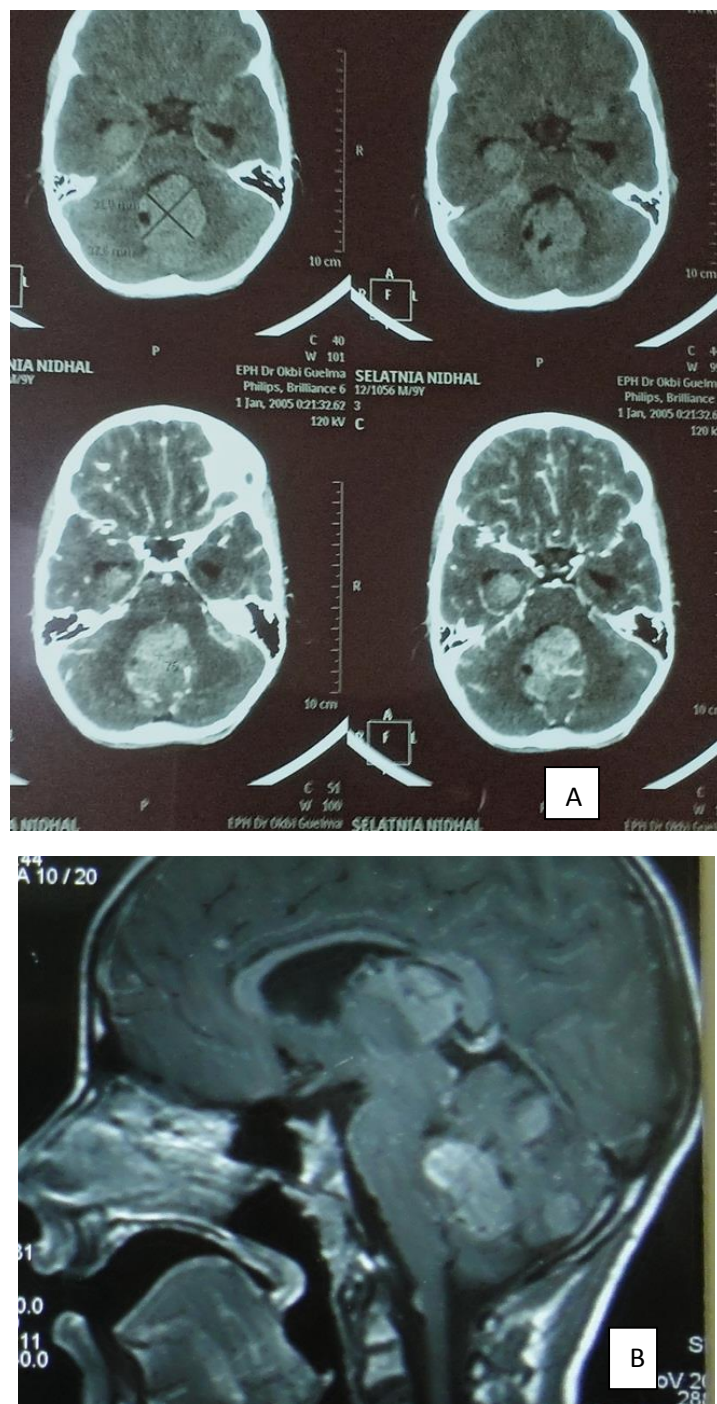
A): TDM cérébrale, B): IRM cérébrale métastase cérébrale découverte à l'admission d'un enfant 11 ans.
